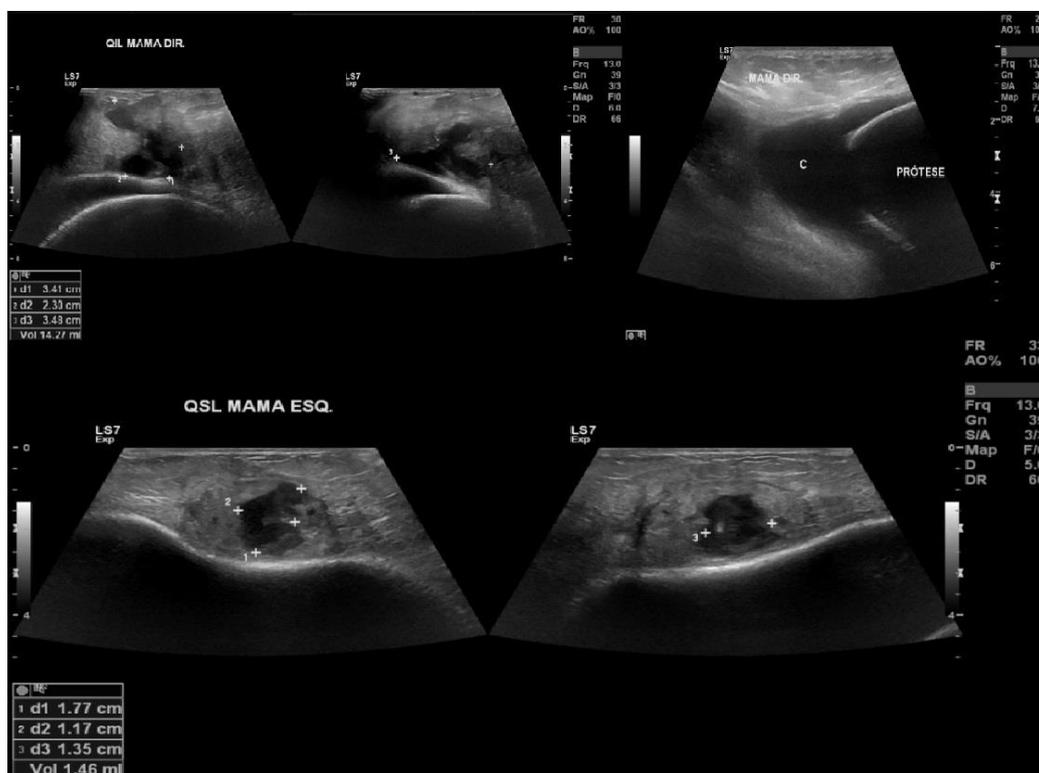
Ultrassonografia da mama direita (A.1, A.2 e A.3) evidenciando na projeção de 8 horas (QIL), formação irregular, heterogênea, hipocogênica, com focos ecogênicos em suspensão, medindo 34 x 23 x 35 mm, com volume estimado em 14,3 mL (A.1 e A.2). Presença de prótese mamária íntegra, sem evidências de alterações, notando-se líquido anecoico, homogêneo no seu entorno (A.3 - C). Ultrassonografia da mama esquerda (B.1 e B.2) evidenciando na projeção de 2 horas (QSL), formação irregular, heterogênea, hipocogênica, com focos ecogênicos em suspensão, medindo 18 x 11 x 13 mm, com volume estimado em 1,4 mL. Presença de prótese mamária íntegra, sem evidências de alterações.
